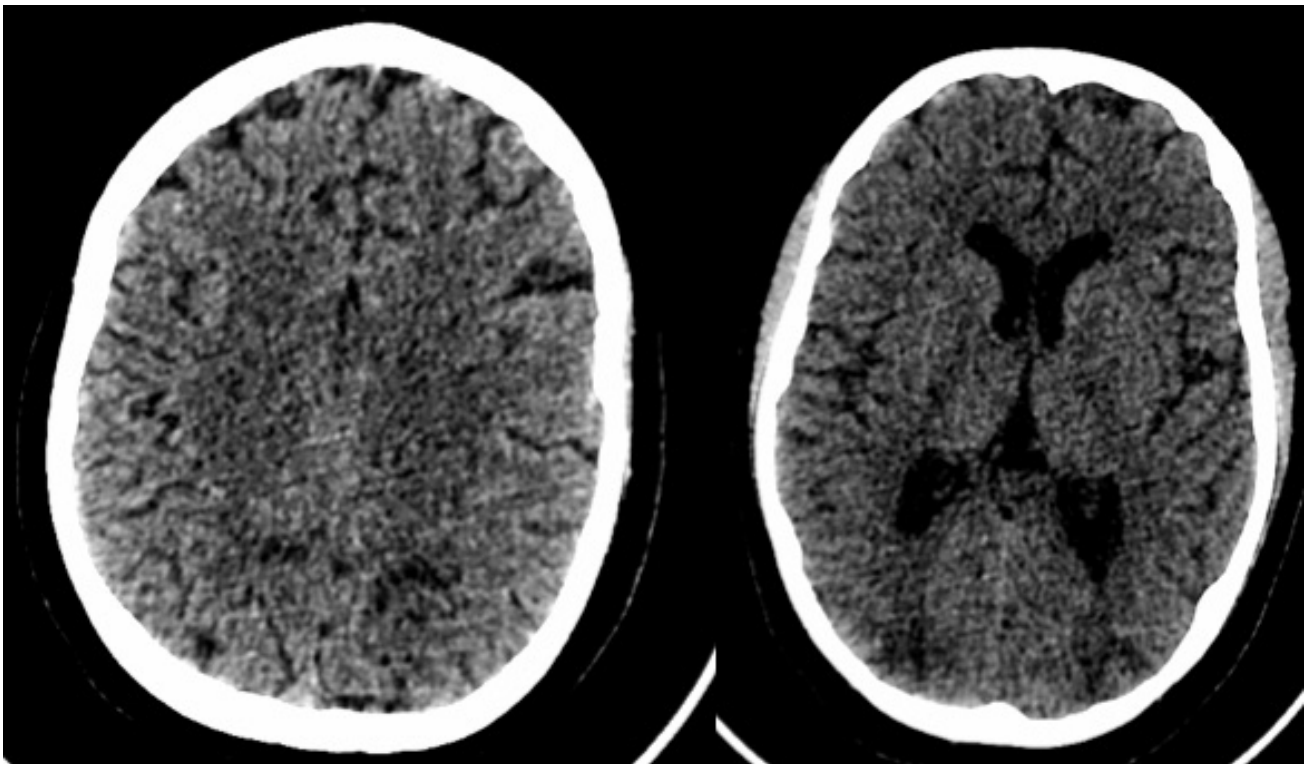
TC simple de cráneo al ingreso. Se observan hipodensidades subcorticales occipitales bilaterales.
